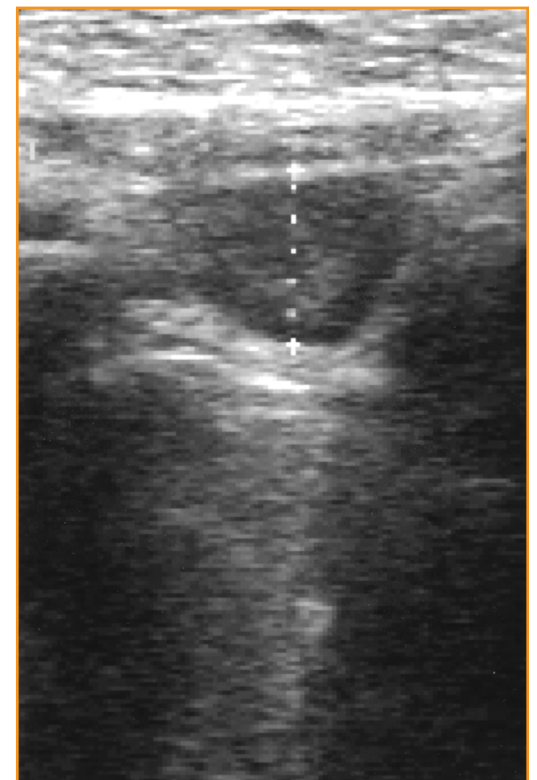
Examen par ultrasonographie trans-abdominale chez une jeune femme avec douleurs modérées de la fosse iliaque droite faisant suspecter une appendicite.
